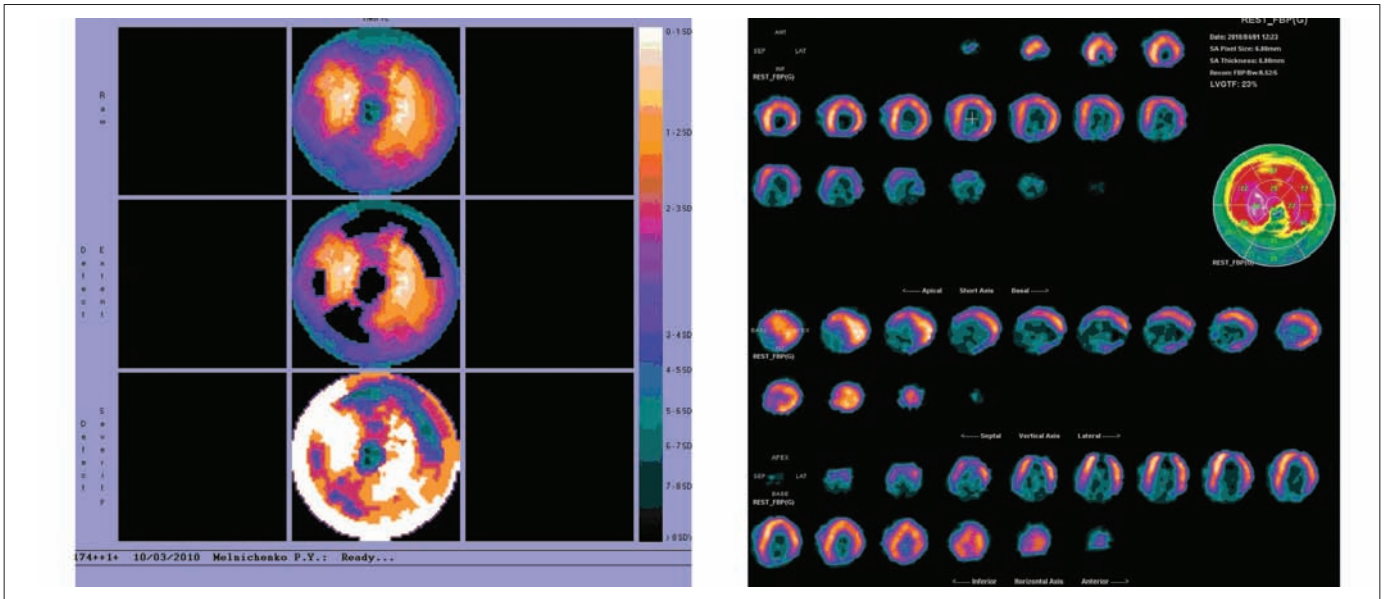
Результаты сцинтиграфии миокарда пациента, прошедшего курс комплексного лечения
